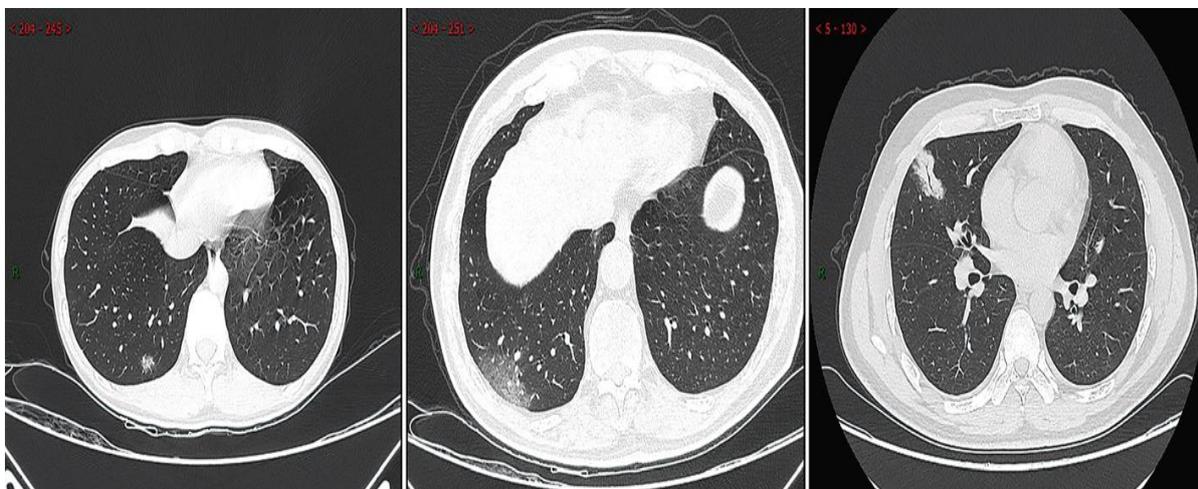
Tomografía computarizada de la etapa ultra temprana. a) Mujer de 33 años con opacidades irregulares de vidrio esmerilado después de la exposición ocupacional. b) Hombre de 67 años con antecedentes de contacto con pacientes infectados, que muestra una opacidad en vidrio esmerilado. c) Una mujer de 35 años que presenta una opacidad consolidada con broncograma aéreo después de la exposición ocupacional. (1)
